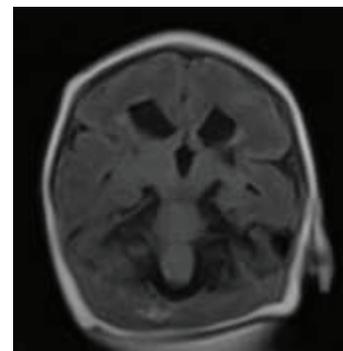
IRM cérébrale coupe coronale : séquence T1 dilatation modérée des cornes frontales des ventricules latéraux
